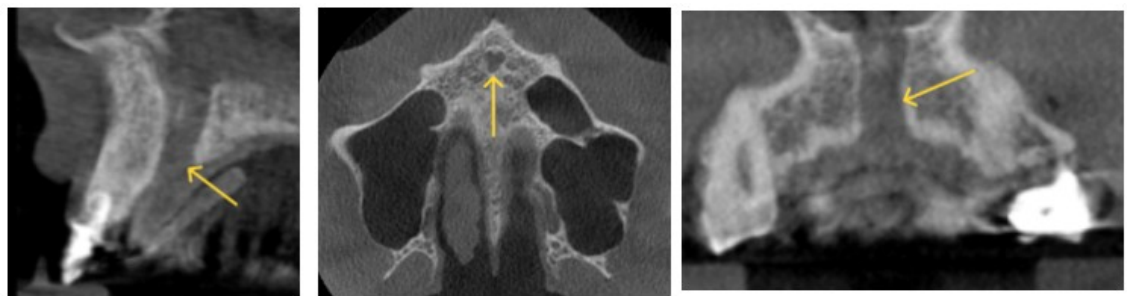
Coupes de cone beam illustrant un canal incisif maxillaire dans les plans sagittal, horizontal et frontal respectivement (images issues du service d'odontologie du CHU de Lille).
